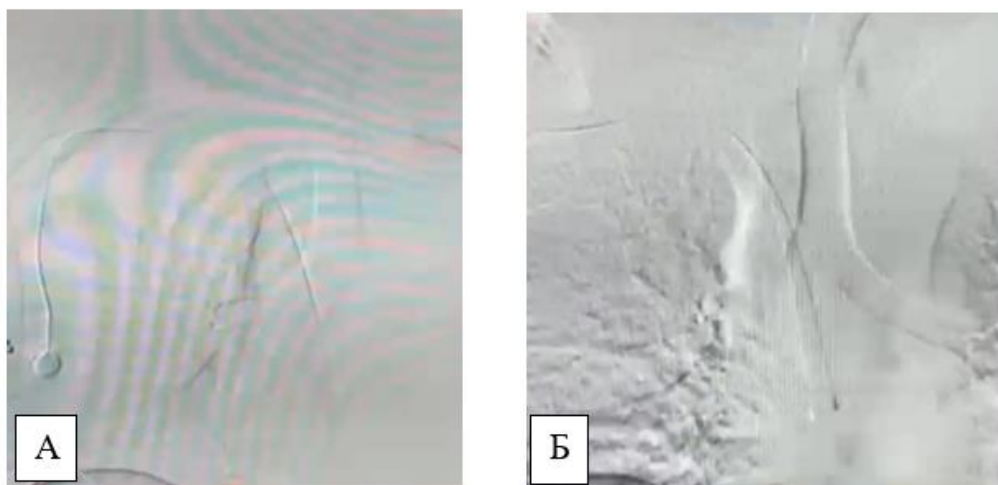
КТ ангиография имплантации порт венозной системы у пациента с мКРР (А,Б), этапы установки.
